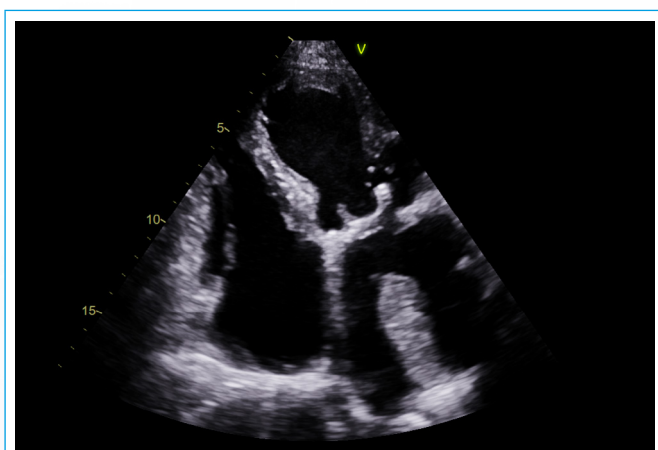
ETT plano apical 4 cámaras. Masa en la aurícula izquierda anclada en el techo
